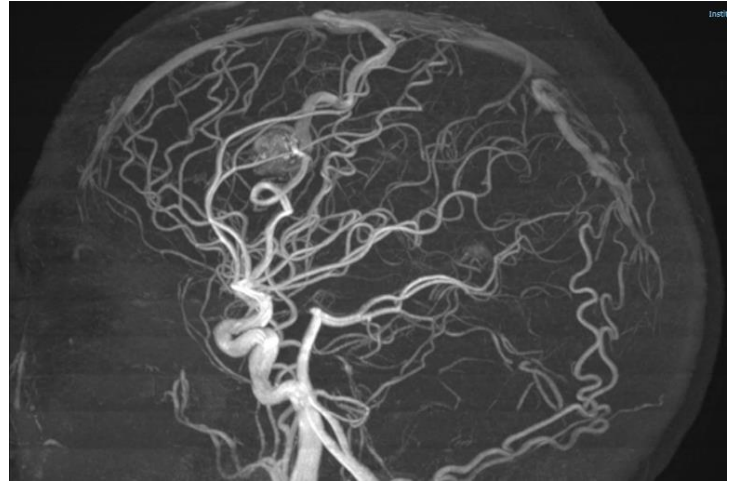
Angiografía por resonancia magnética, se muestra nido malformativo vista sagital, caso 3
